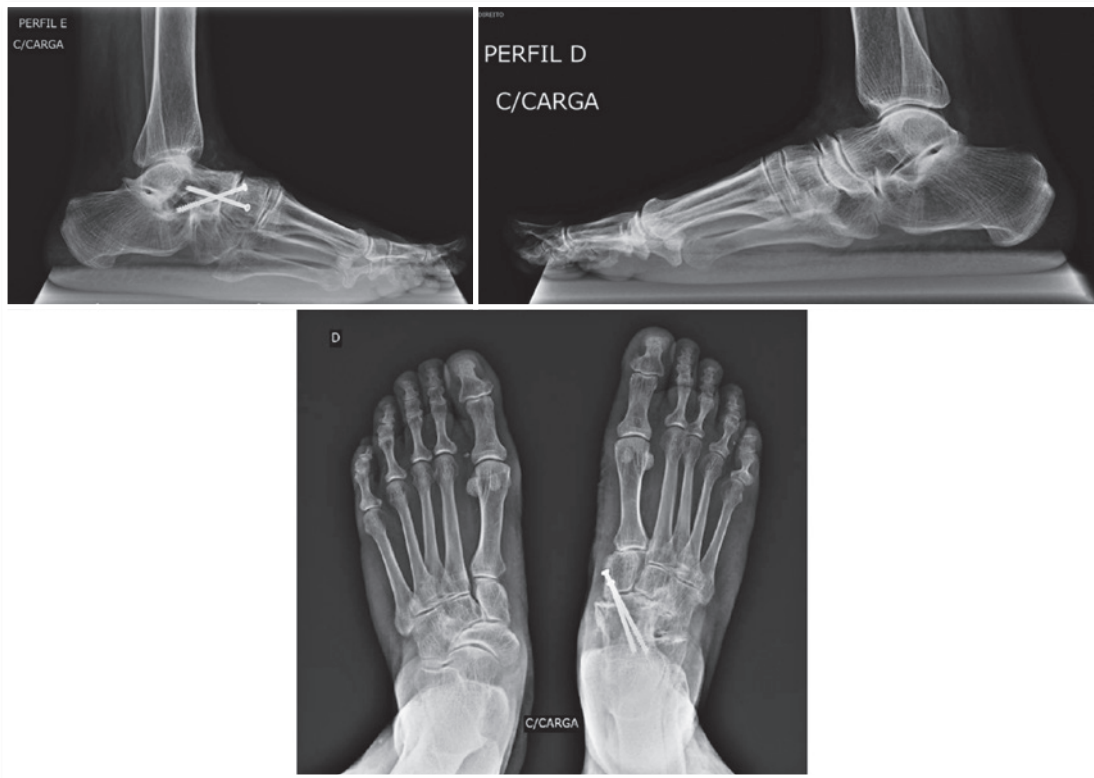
Radiografias pós-operatórias do pé esquerdo e direito.
